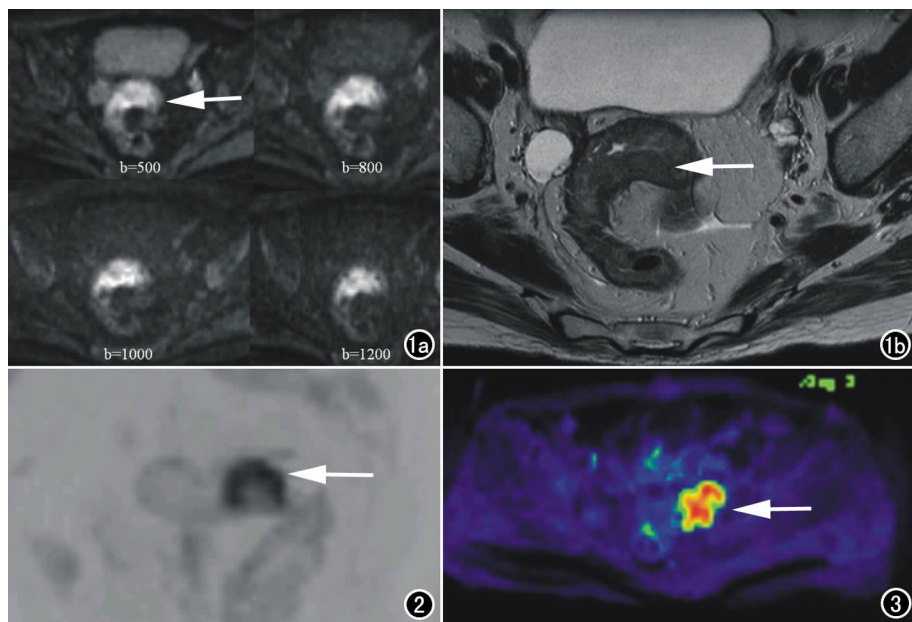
女, 61 岁。a) 不同 b 值屏气 DWI, 肿瘤 (箭) 均表现为明显高信号; b) 随着 b 值增加, 肿瘤 SNR 下降, 与正常肠壁对比高于高分辨 T_2 WI。图 2 女, 68 岁。薄层自由呼吸 DWI ($b = 1000 \text{ s/mm}^2$), MPR 斜矢状面重组后图像反转, 背景抑制较好, 肿瘤 (箭) 清楚显示。图 3 女, 56 岁。薄层自由呼吸 DWI ($b = 1000 \text{ s/mm}^2$), MPR 斜横断面重组后图像彩色化, 肿瘤 (箭) 与背景对比明显, 显示直观清楚。
